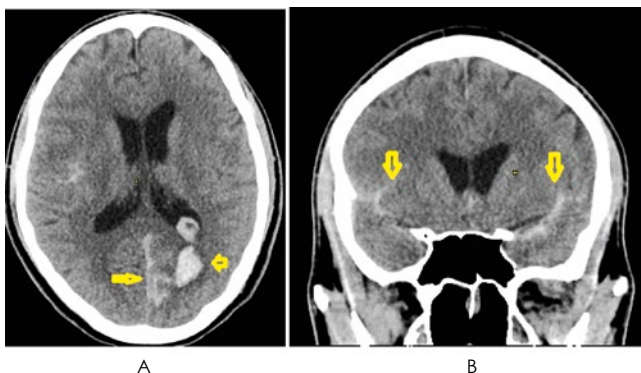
КТ головного мозга. Нативное сканирование. А – аксиальная проекция. Внутримозговая гематома левой затылочной доли размерами 25 × 16 × 18 мм (V ~ 3,7 мл) с минимальным перифокальным отеком (короткая стрелка), осложненная прорывом крови в затылочный рог левого бокового желудочка и субарахноидальное пространство (длинная стрелка). В – корональная проекция. Кровь в Сильвиевых щелях (стрелки).
